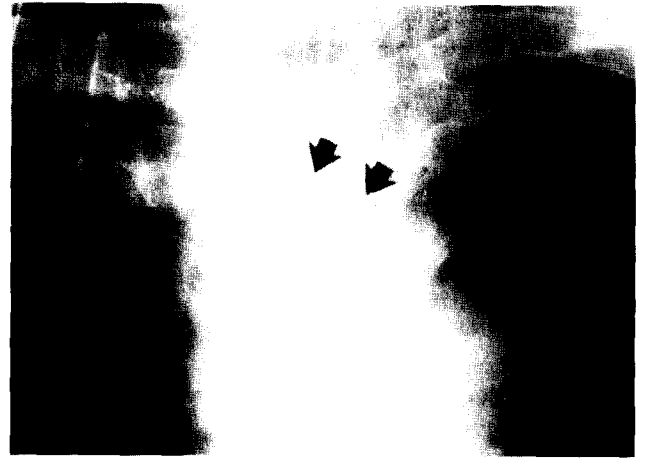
자동문합기를 이용한 식도-대장 단단문합술 후의 단순 흉부 X-ray 사진(화살표는 staple을 지정하고 있다)
